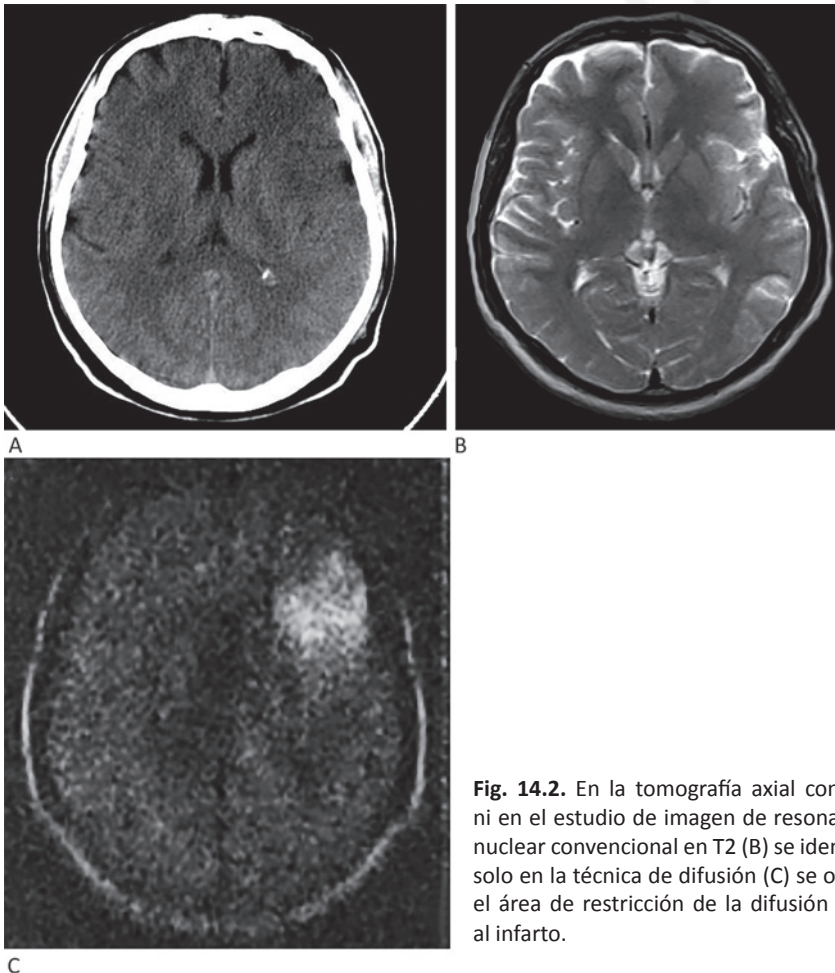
En la tomografía axial computarizada (A) ni en el estudio de imagen de resonancia magnética nuclear convencional en T2 (B) se identifica el infarto, solo en la técnica de difusión (C) se observa brillante el área de restricción de la difusión que representa al infarto.
